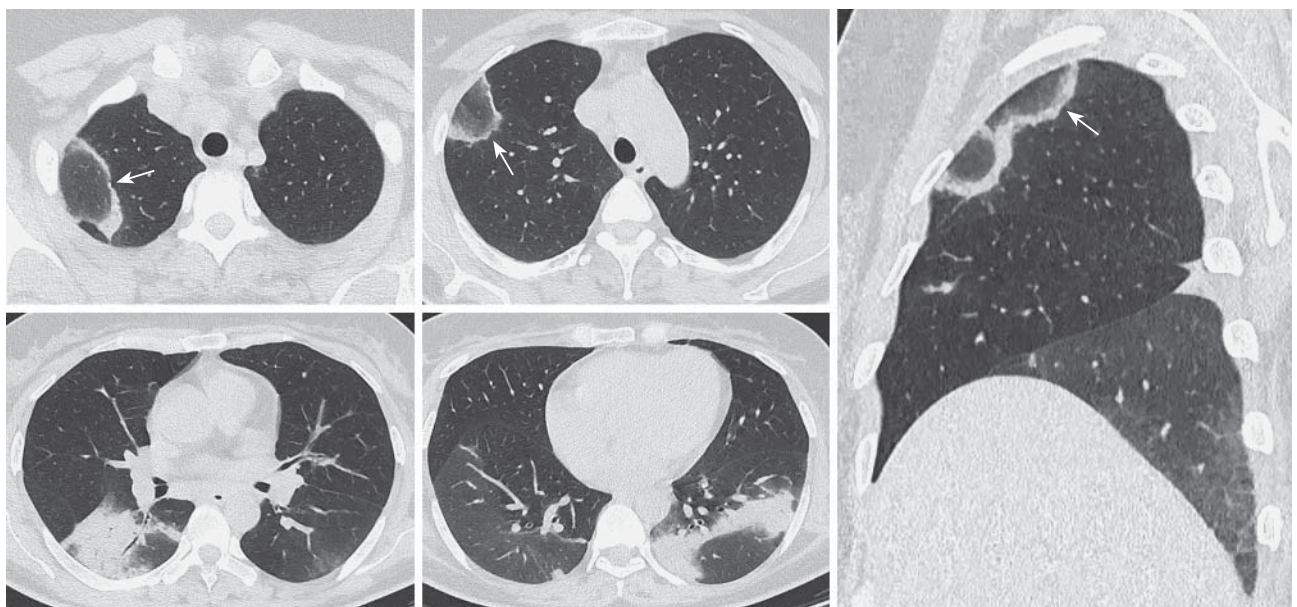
КТ ОГК в аксиальной и сагиттальной проекциях от 28.03.2020. Пациентка 38 лет. В верхней доле справа определяются уплотнение в виде “обратного венца” (стрелки), а также более обширные консолидации в нижних долях и участки “матового стекла”. Изменения расценены как проявления организуемой пневмонии, в дальнейшем – трехкратный отрицательный анализ на COVID-19.
